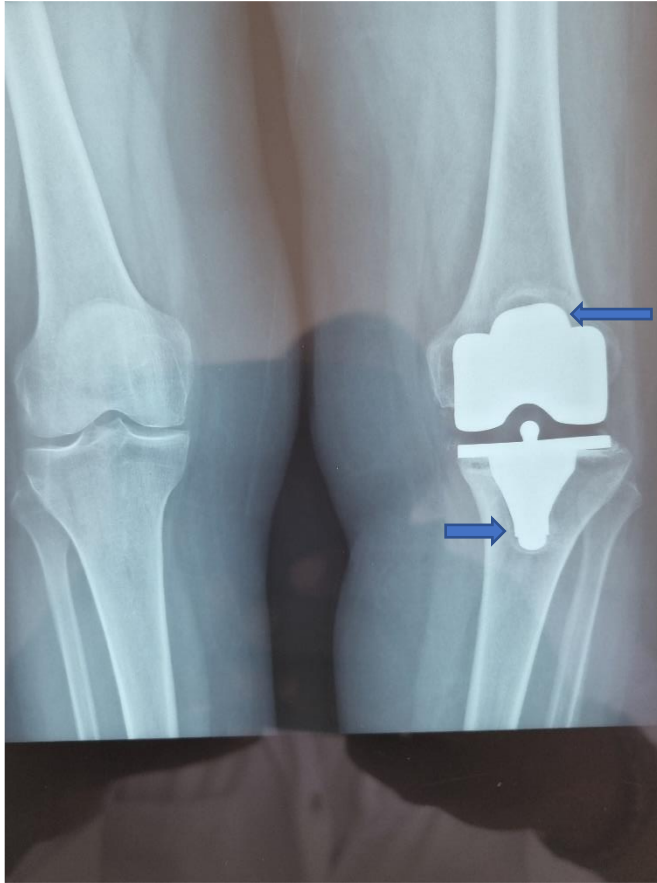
Radiographie de face du genou gauche prothèse en place et présence de liseré péri-prothétique fémoral et tibial (service traumatologie b3 CHU).
